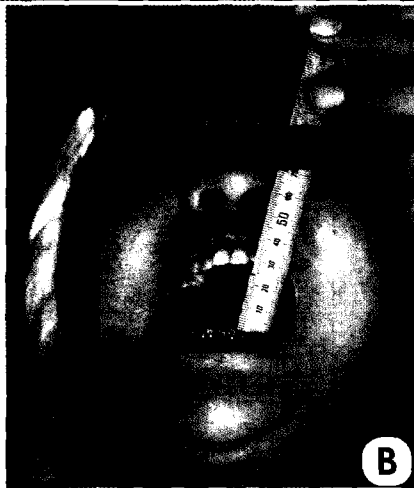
A. The panoramic radiograph shows the postoperative state of right condylectomy with coronoidectomy. B. The patient recovered normal range of mouth opening after the operation.
